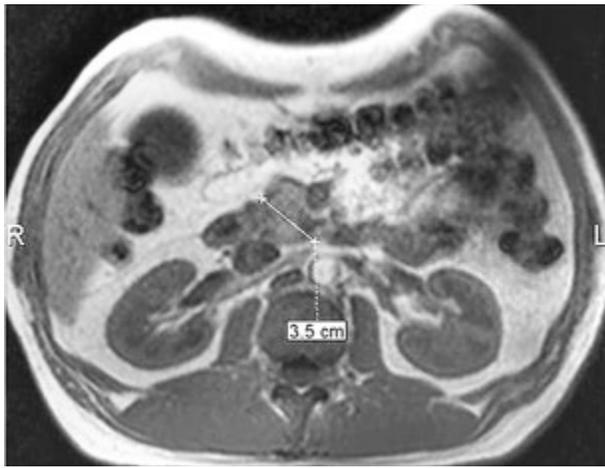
МРТ больного К. (24.08.2016). Увеличение головки поджелудочной железы. МР-последовательность T1-ВИ, аксиальная плоскость сканирования
